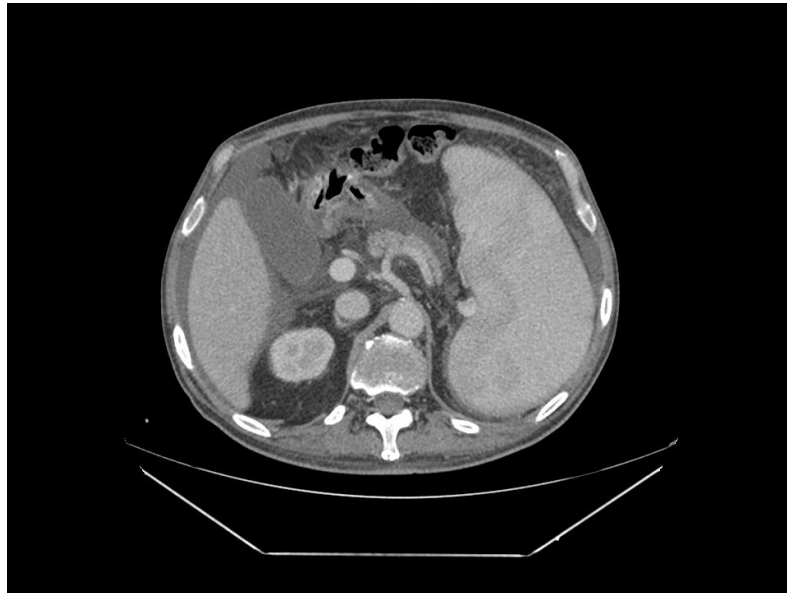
corte axial de TAC abdominal donde se evidencia esplenomegalia de 22 cm y líquido ascítico.
